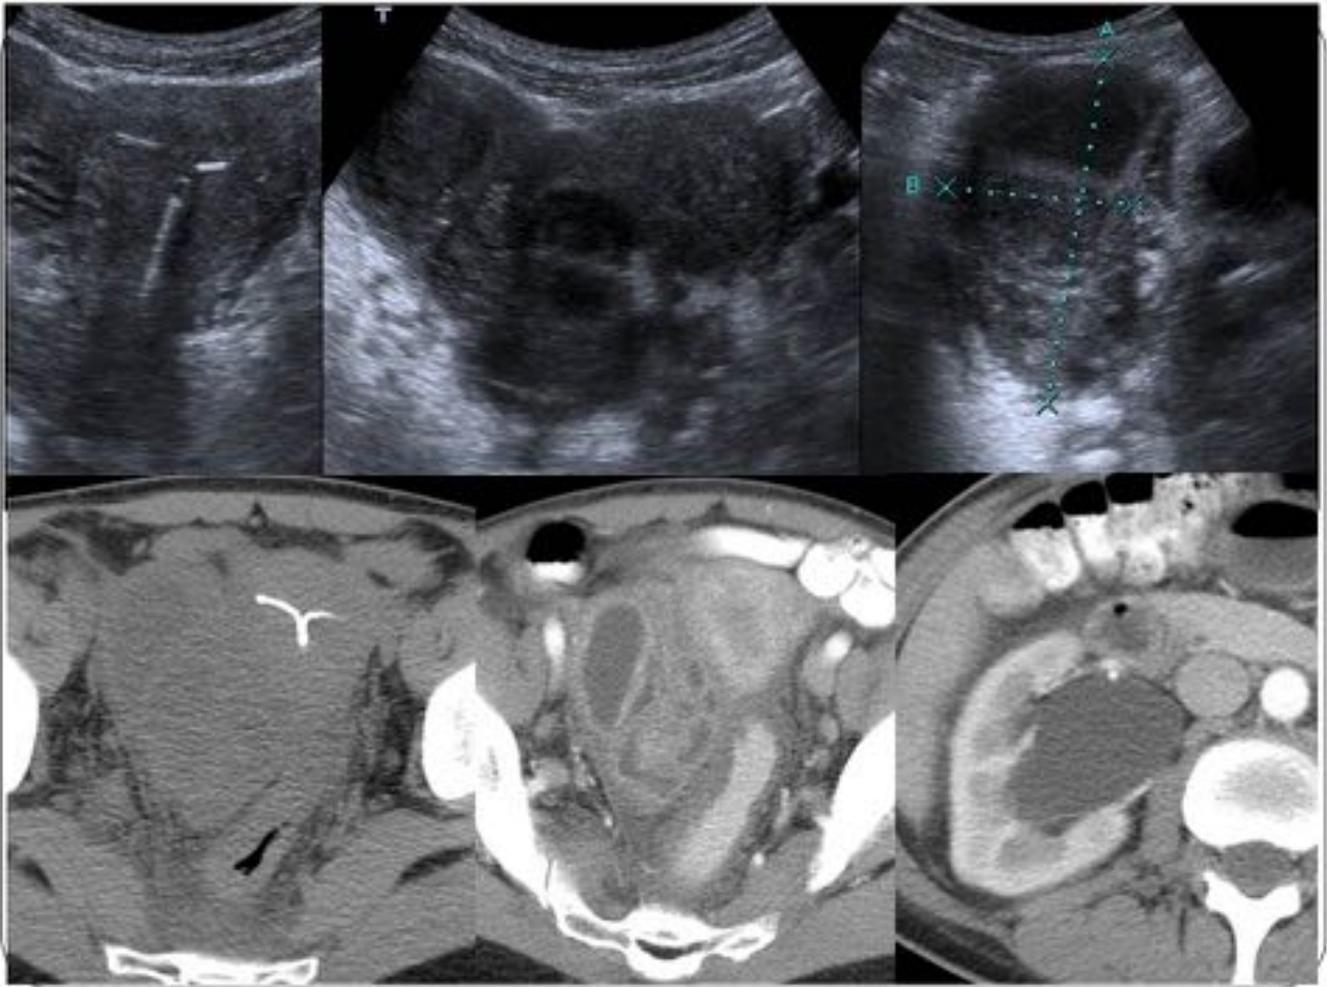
Mujer de 52 años con fiebre sin foco de una semana, dolor abdominal en aumento desde hace dos días, y leucocitosis con neutrofilia. Ecografía y TC de pelvis donde se observa el útero con DIU en su interior bien posicionado y, en localización parauterina derecha, una masa inflamatoria con áreas quísticas y marcado realce heterogeneo, sugestivo de absceso tuboovárico derecho, que afecta de forma secundaria al sigma y al uréter distal ipsilateral, con ectasia pielocalicial del riñón derecho.
